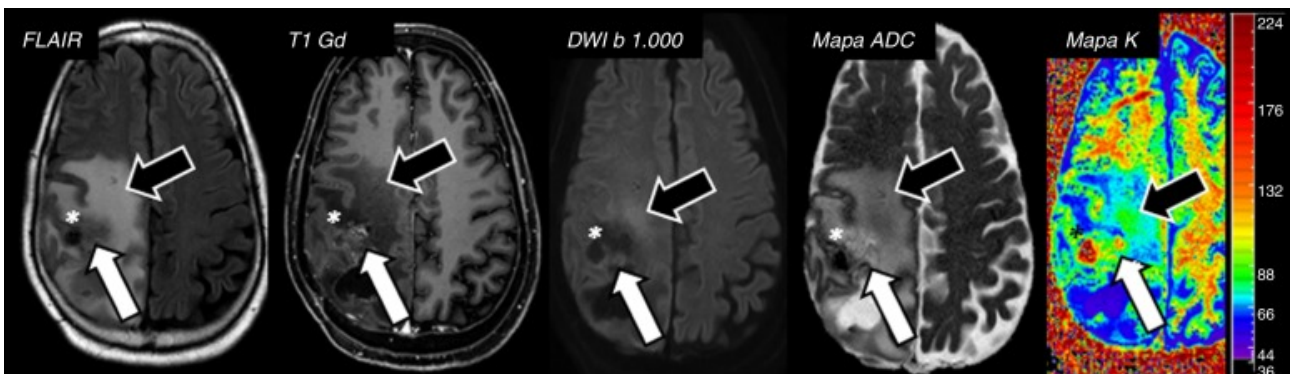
RM multiparamétrica (RMmp) demostrando la heterogeneidad tumoral en un glioma de alto grado. Las diferentes secuencias (FLAIR, T1 con contraste, DWI, ADC y Mapa de Perfusión) no son uniformes. Las flechas indican diferentes "hábitats" biológicos dentro de la misma lesión. Notar la zona de restricción a la difusión (brillante en DWI, oscura en ADC; flechas), indicativa de alta celularidad y objetivo clave para la biopsia guiada por hábitats. Fuente: Martín Noguerol T, Martínez Barbero JP (2017).
